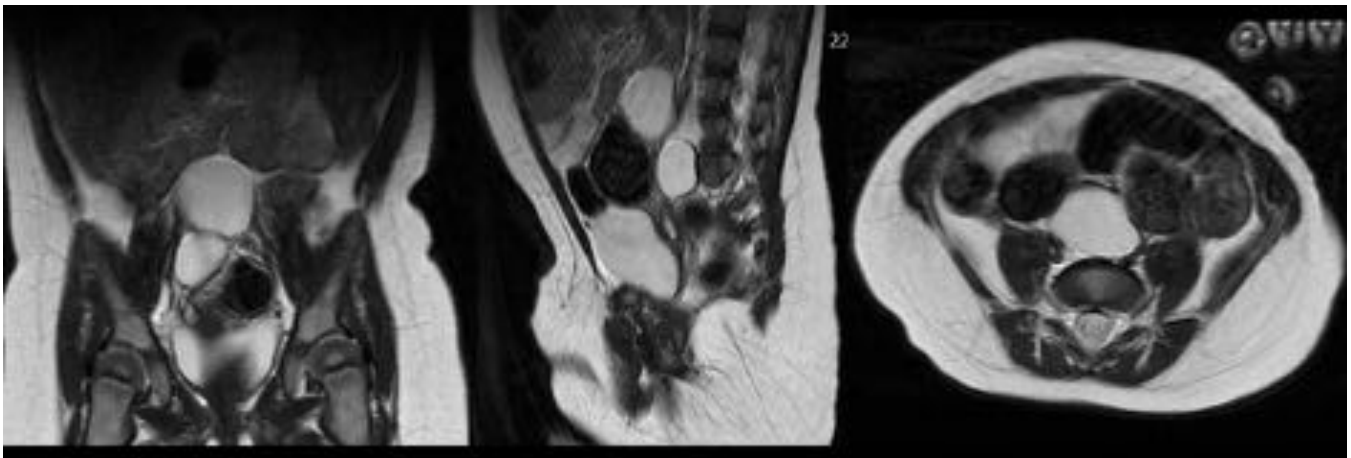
Estudio de RM en secuencia T2 que muestra displasia multiquistica en un riñón ectópico localizado en pelvis.
